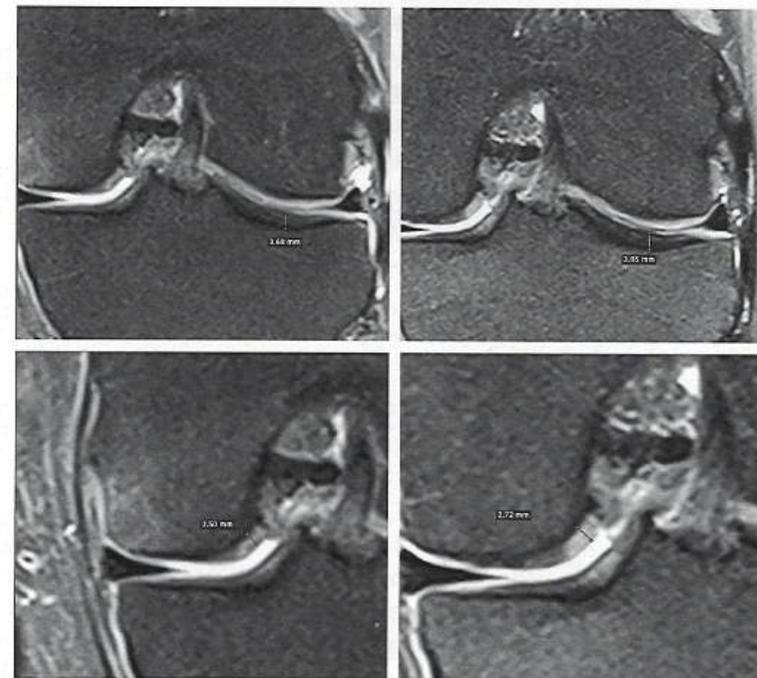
Контроль МРТ (21.10.2023).
